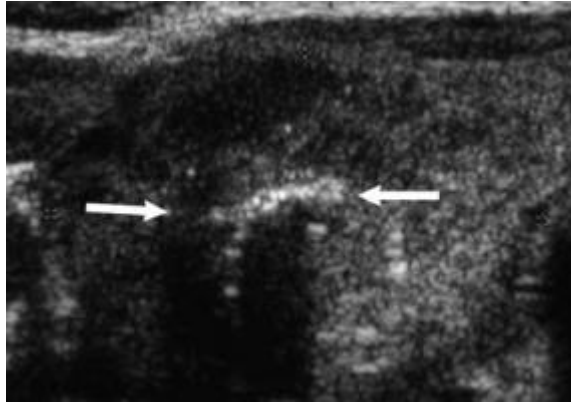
Ultrasonido transversal de lóbulo derecho que muestra calcificaciones gruesas con sombra acústica posterior.
